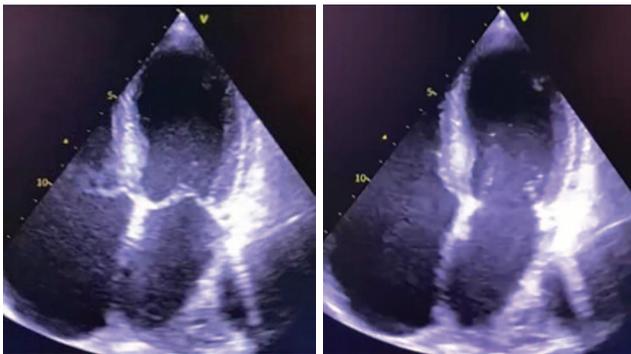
Эхокардиография от 17.01: диффузная гипокинезия миокарда, локальных нарушений сократимости не выявлено
